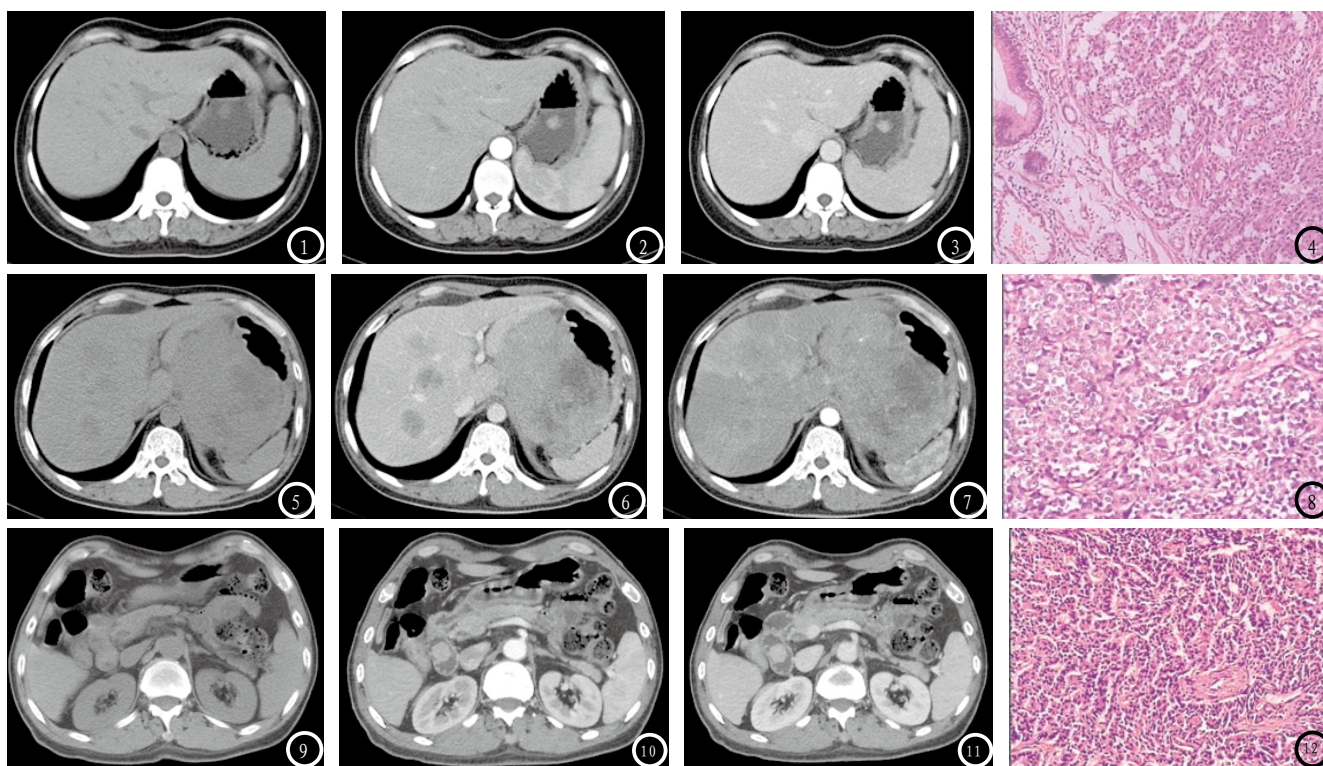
平扫。图2 动脉期。图3 门脉期。图4 (HE×200)。图1-4 女32岁, 典型类癌。图1-3 胃近幽门小弯侧胃壁增厚伴软组织肿块形成, 边缘光整, 未累及浆膜层, 平扫CT值约34HU, 动脉期肿瘤轻度强化CT值约45HU, 门脉期持续强化, CT值约64HU。图4 镜下示癌细胞呈“条索”状排列, 癌细胞胞浆丰富, 核分裂象少见; 间质纤维组织增生伴炎性反应(HE×200)。图5 平扫。图6 动脉期。图7 门脉期。图8 (HE×200)。图5-8 男51岁, 非典型类癌。图5-7 胃体部见巨大软组织肿块影, 病灶突破浆膜层, 向周围结构侵犯, 增强后呈不均匀强化, 内可见坏死区域。图8 镜下见癌细胞排列成片块状, 癌细胞大小不等, 形态不一, 核大深染, 可见分裂象, 呈浸润性生长(HE×200)。图9 平扫。图10 动脉期。图11 门脉期。图12 (HE×200)。图9-12 男62岁, 典型类癌。图9-11 十二指肠降部乳头上方软组织肿块影, 边缘光整, 未累及浆膜层, 平扫CT值约45HU, 动脉期肿瘤轻度强化CT值约81HU, 门脉期持续强化, CT值约104HU。图12 镜下示癌细胞呈“条索”状排列, 癌细胞胞浆丰富, 核分裂象少见; 间质纤维组织增生伴炎性反应(HE×200)。
